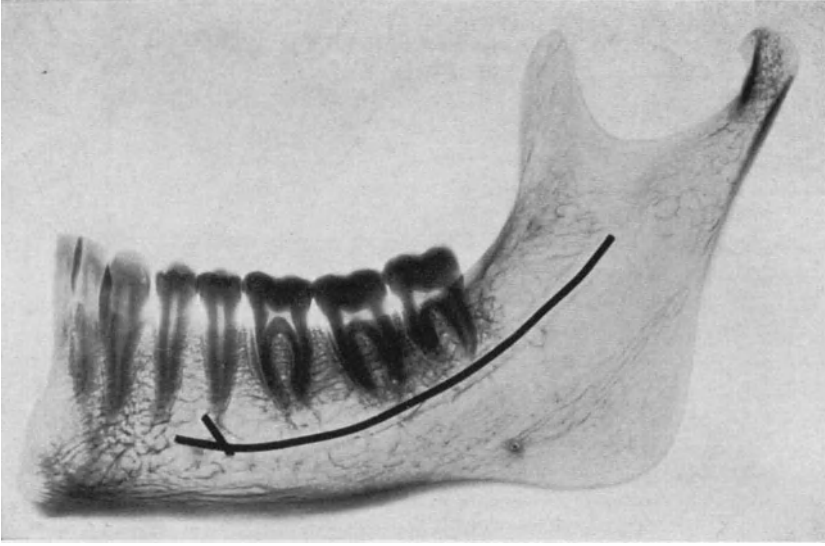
Röntgenaufnahme (positiv) des halben Unterkiefers. Ein Draht ist in den Canalis mandibularis und ins Foramen mentale eingeführt.
